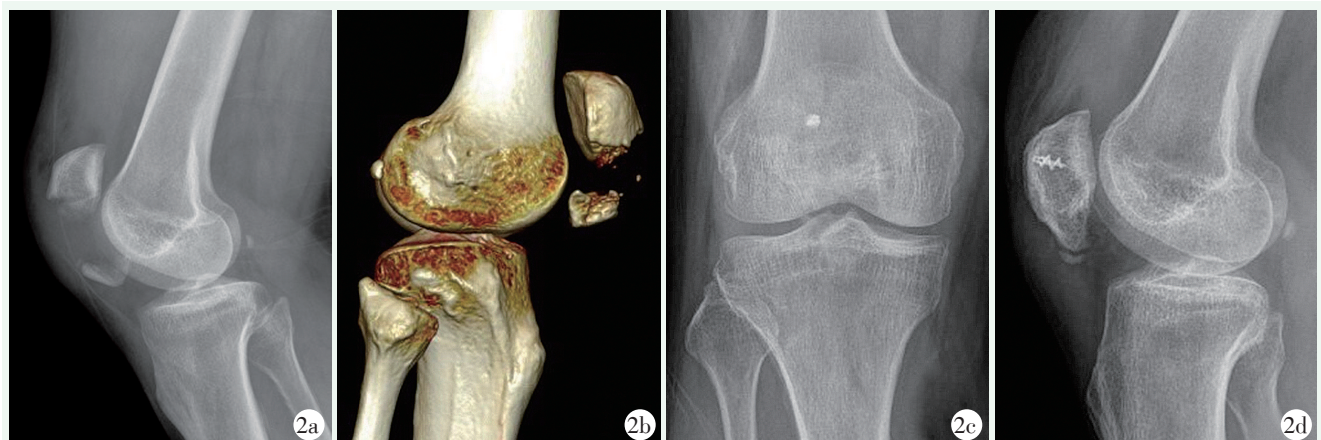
患者,女,54岁,髌骨下极骨折,行带线锚钉“8”字缝合固定 2a, 2b: 术前膝关节X线片及CT示髌骨下极骨折 2c, 2d: 术后1年复查X线片示骨折愈合良好
